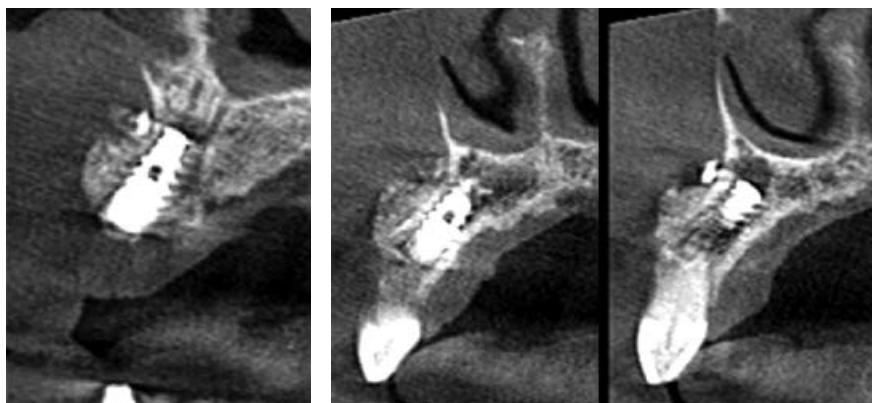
Сагитальные срезы контрольной КТ зоны имплантации спустя шесть месяцев: а — положение дентального имплантата в позиции 2.1 относительно носо-небного канала и вновь образованного костного конгломерата шириной до 4 мм с вестибулярной стороны; б — положение дентального имплантата в зоне 2.2 с четко определяющейся вестибулярно смещенной остеотомированной стенкой и участком костной регенерации
